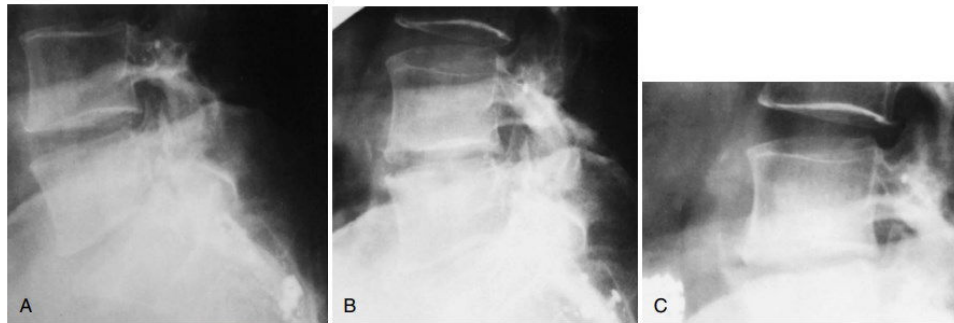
Radiographic appearance of spinal osteomyelitis. A, Minimal disc space narrowing but normal end plate and subchondral region. B, Reduction of disc height associated with destruction of endplate and development of subchondral lytic defects. C, After successful treatment, note sclerotic vertebra and large osteophyte. (From Acker JD, Wood GW II, Moinuddin M, et al: Radiologic manifestations of spinal infection, *State Art Rev Spine* 3:403, 1989.)
